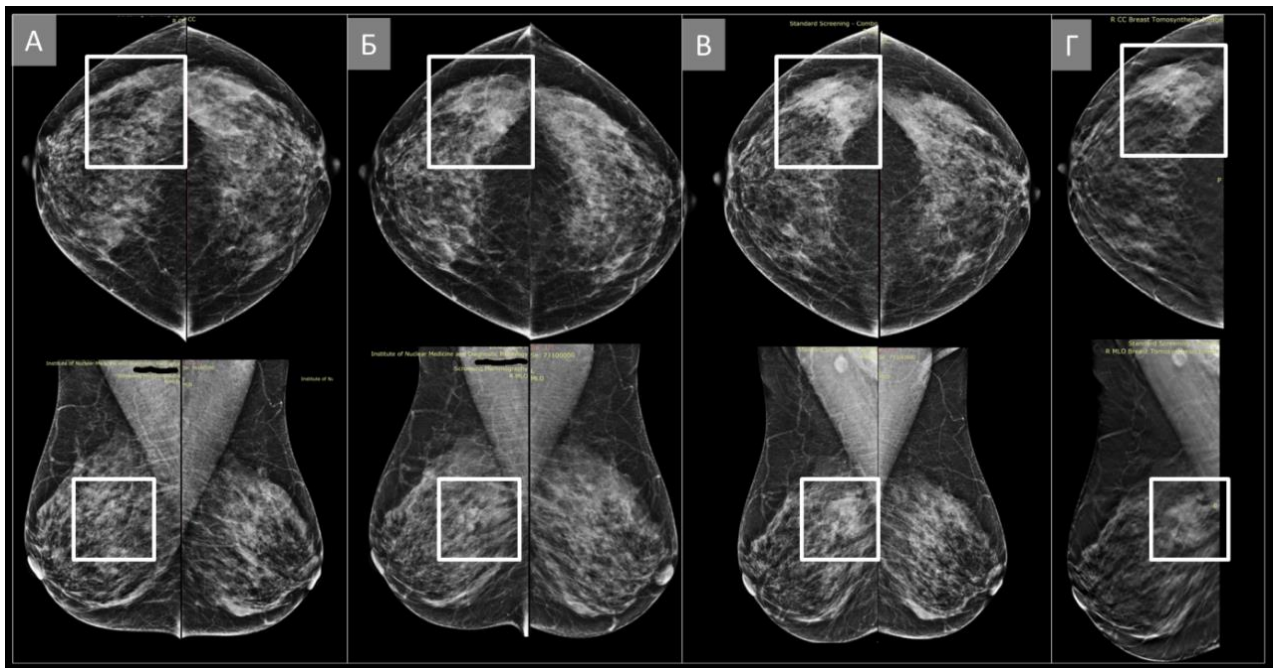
Пацієнтка id:164710. Злоякісна асиметрія, що розвивається. (А) Білатеральна цифрова рентгенівська мамографія у прямих краніокаудальних проекціях (CC) та косих медіолатеральних проекціях (MLO), патології в зоні інтересу, у верхньолатеральному квадранті (білий прямокутник) патології не виявлено. (Б) Білатеральна цифрова рентгенівська мамографія у прямих краніокаудальних проекціях (CC) та косих медіолатеральних проекціях (MLO), через 3 роки від попередньої, виявлена асиметрія у верхньолатеральному квадранті у правій грудній залозі (білий прямокутник). (В) Білатеральна цифрова рентгенівська мамографія у прямих краніокаудальних проекціях (CC) та косих медіолатеральних проекціях (MLO) через 9 місяців від попередньої, асиметрія у верхньолатеральному квадранті у правій грудній залозі, збільшилась у розмірі та стала більш помітною (білий прямокутник). (Г)
